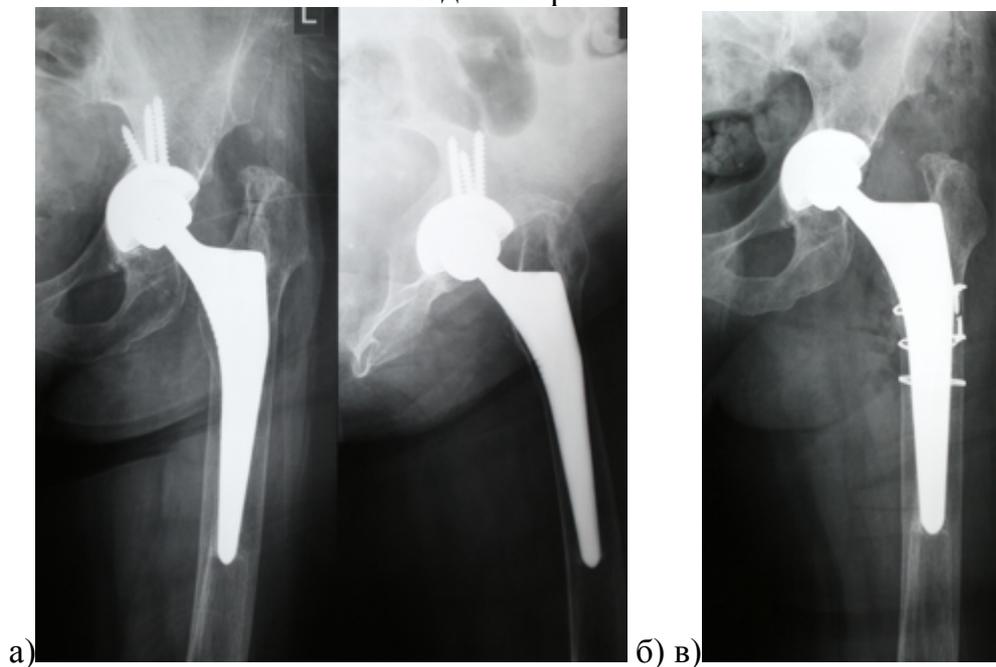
Рентгенограммы ТБС пациентки 63 лет с левосторонним диспластическим коксартрозом, эндопротезирование выполнено два года назад: а) в прямой и боковой проекции отмечается глубокая позиция бедренного компонента и конфликт большого вертела с костями таза; б) бедренный компонент после оседания интегрировался с костью и для удаления потребовалась расширенная вертельная остеотомия; в) установлен аналогичный бедренный компонент большего размера
